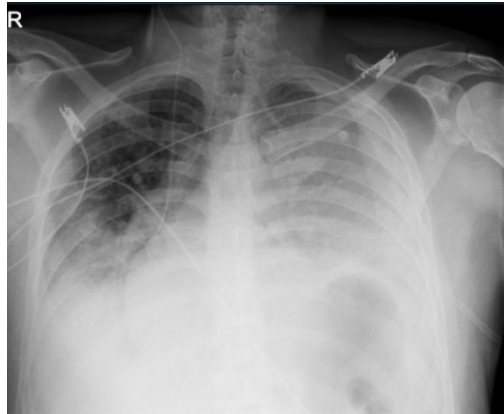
Röntgenbild eines chronischen Empyems links mit subtotaler Verschattung trotz liegender Drainage
